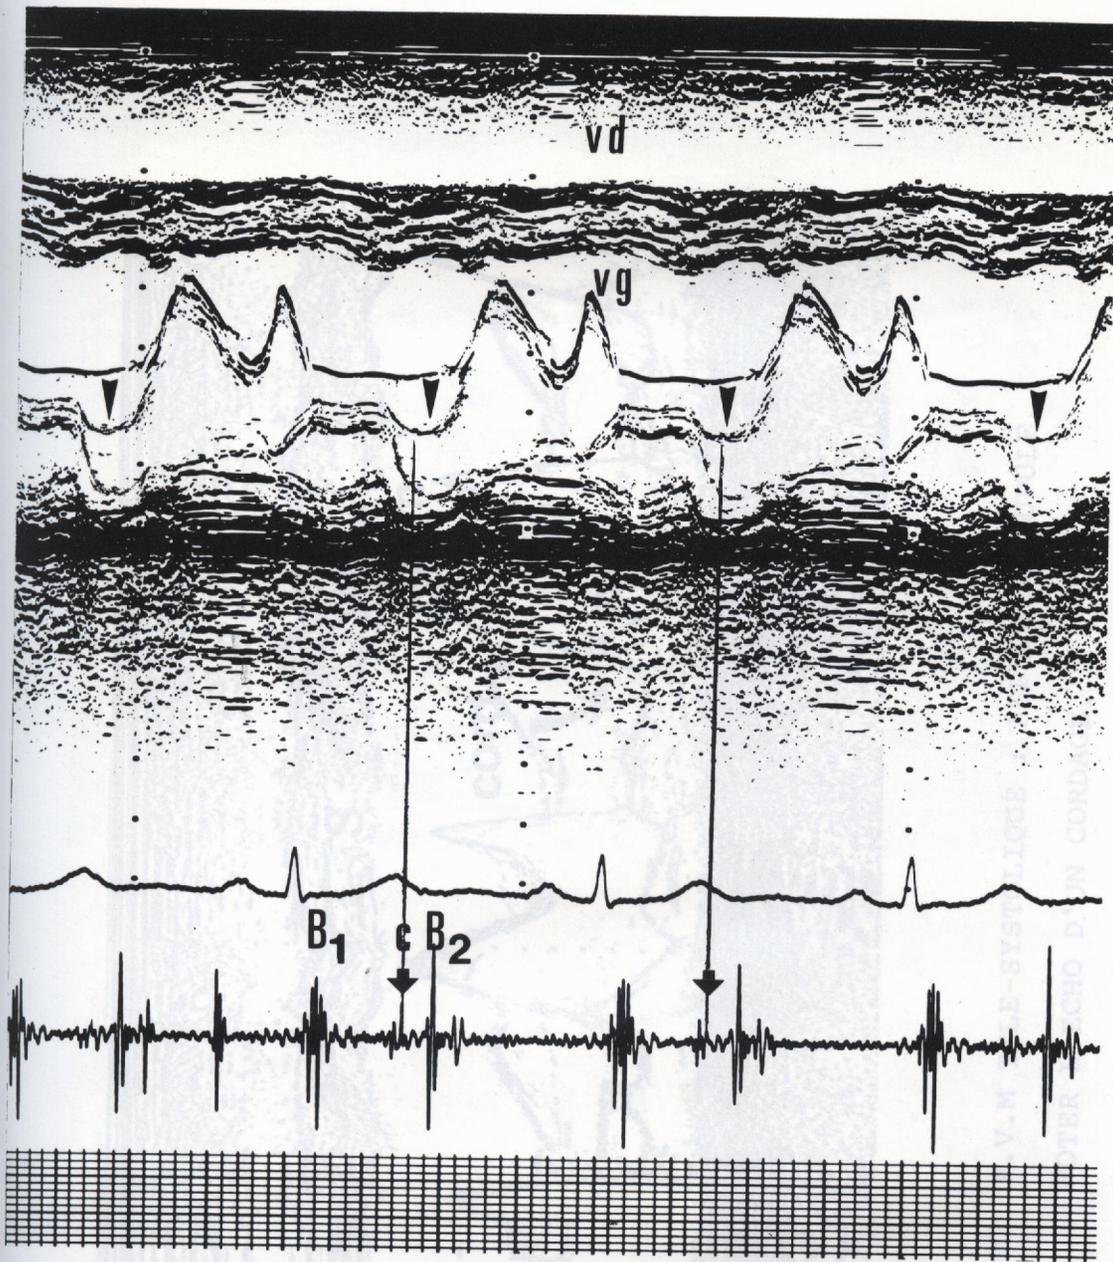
9 ECHOCARDIOGRAMME ET PHONOCARDIOGRAMME
